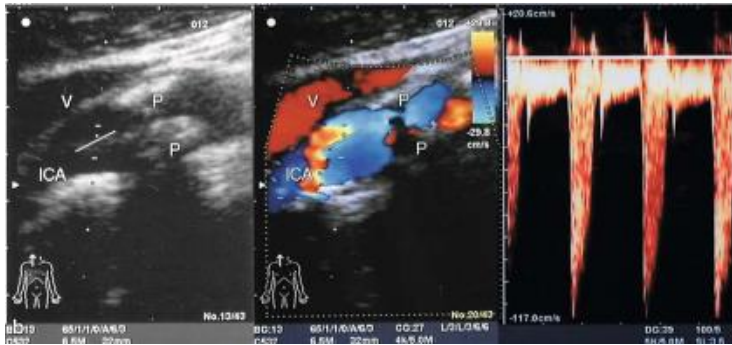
Ultraschalluntersuchung einer die A. carotis interna (ICA) konzentrisch stenosierenden Plaque (P). Die farbkodierte Duplexsonografie im mittleren Bild verdeutlicht die Verlegung des Gefäßes zusätzlich. Das rechte Bild zeigt die Flusskurve über der Arterie (V = V. jugularis interna). [47]
